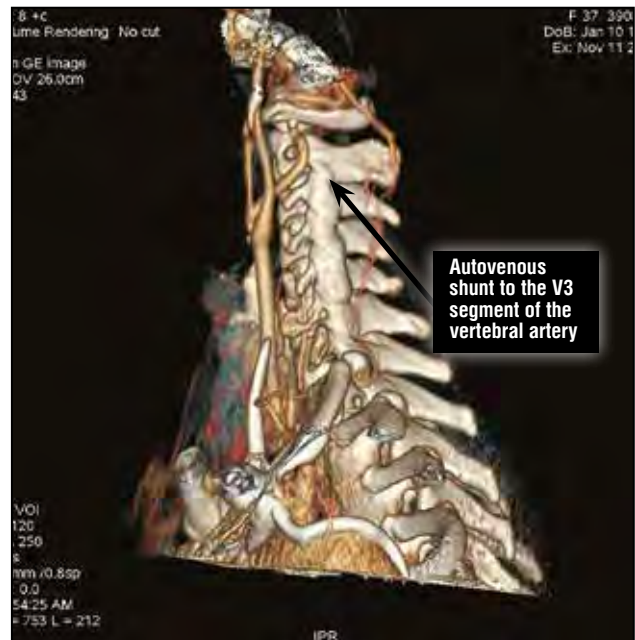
CT angiography after surgery (visualized is the shunt to the V3 segment of the vertebral artery, with no aneurysm of the vertebral artery present).
